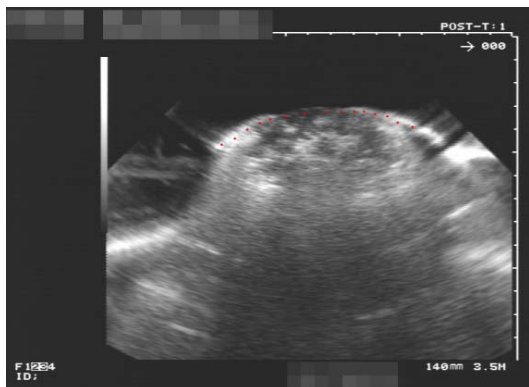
Acquisition échographique. En rouge : segmentation de la capsule.
